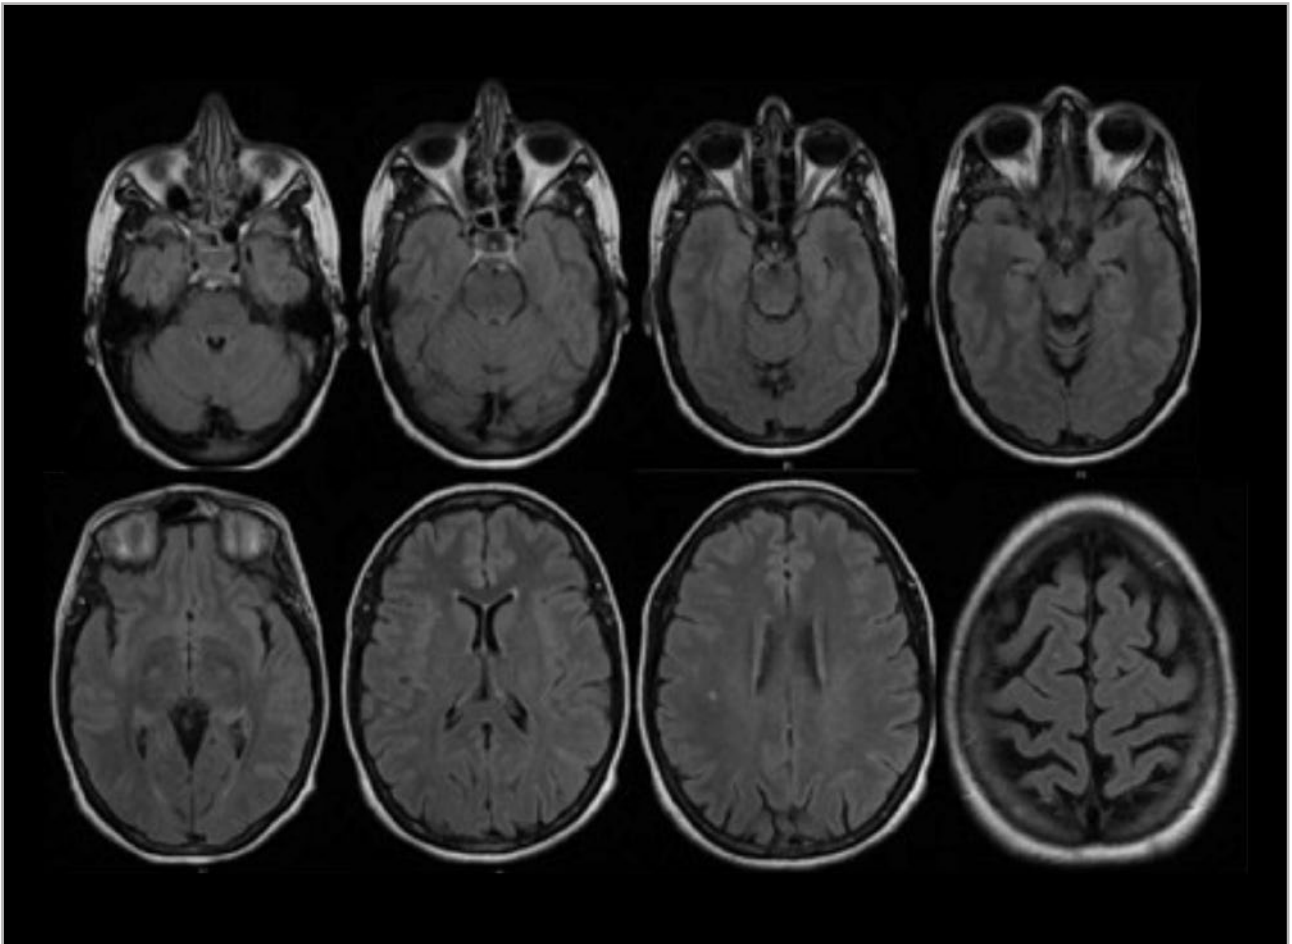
Resonancia magnética cerebral.
